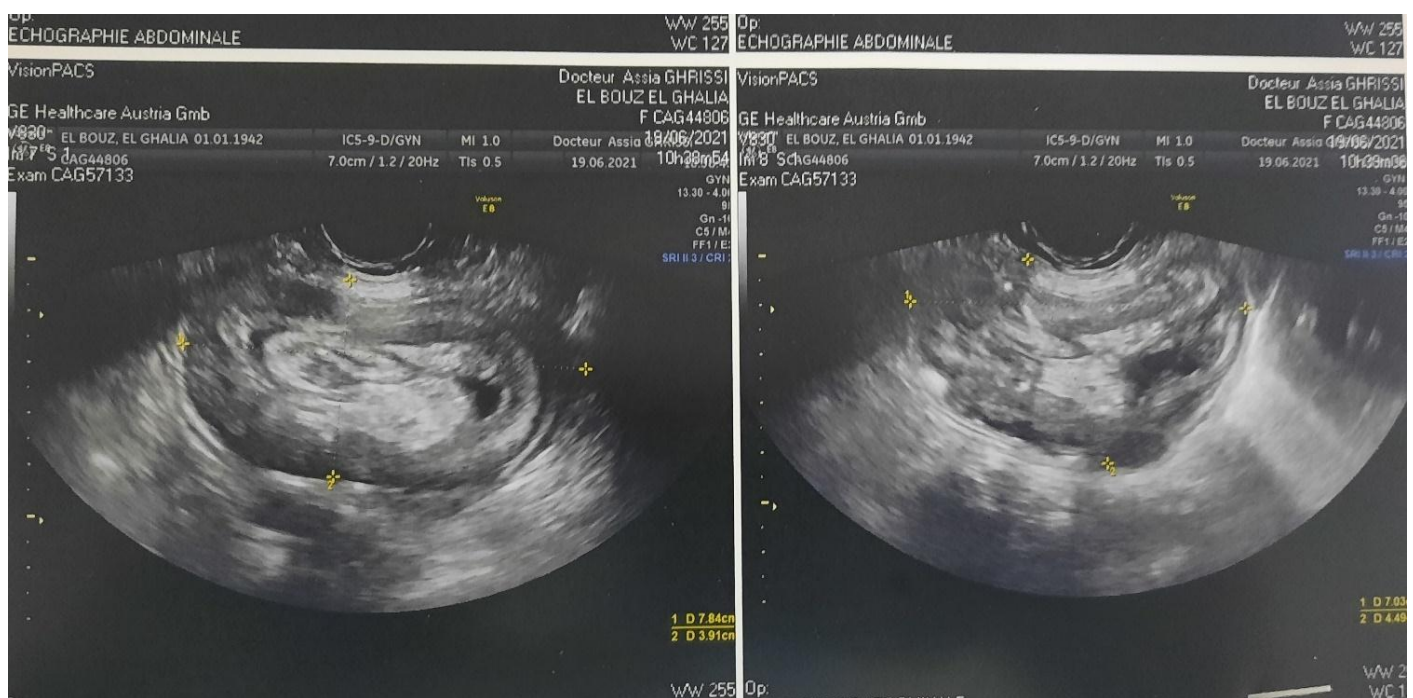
échographie abdominale montrant une image en cocarde
